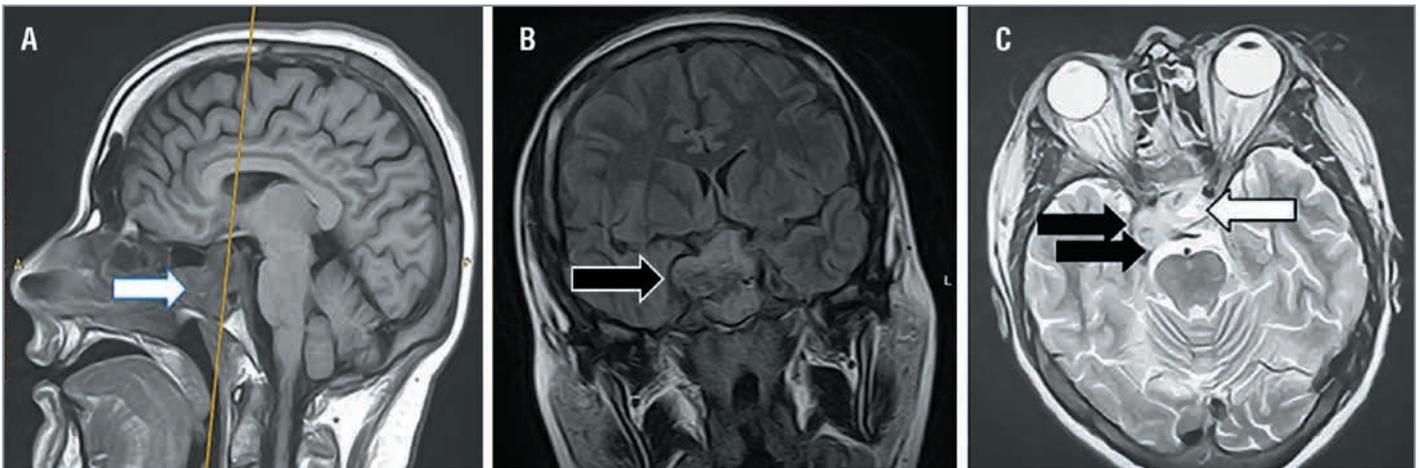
Магнитно-резонансные томограммы пациентки до операции: аденома гипофиза 34×35×38 мм, со «свежим» кровоизлиянием (С, белая стрелка), с разрушением дна и передней стенки турецкого седла, с прорастанием в основную пазуху (А) и правый кавернозный синус (В, С, черные стрелки)
